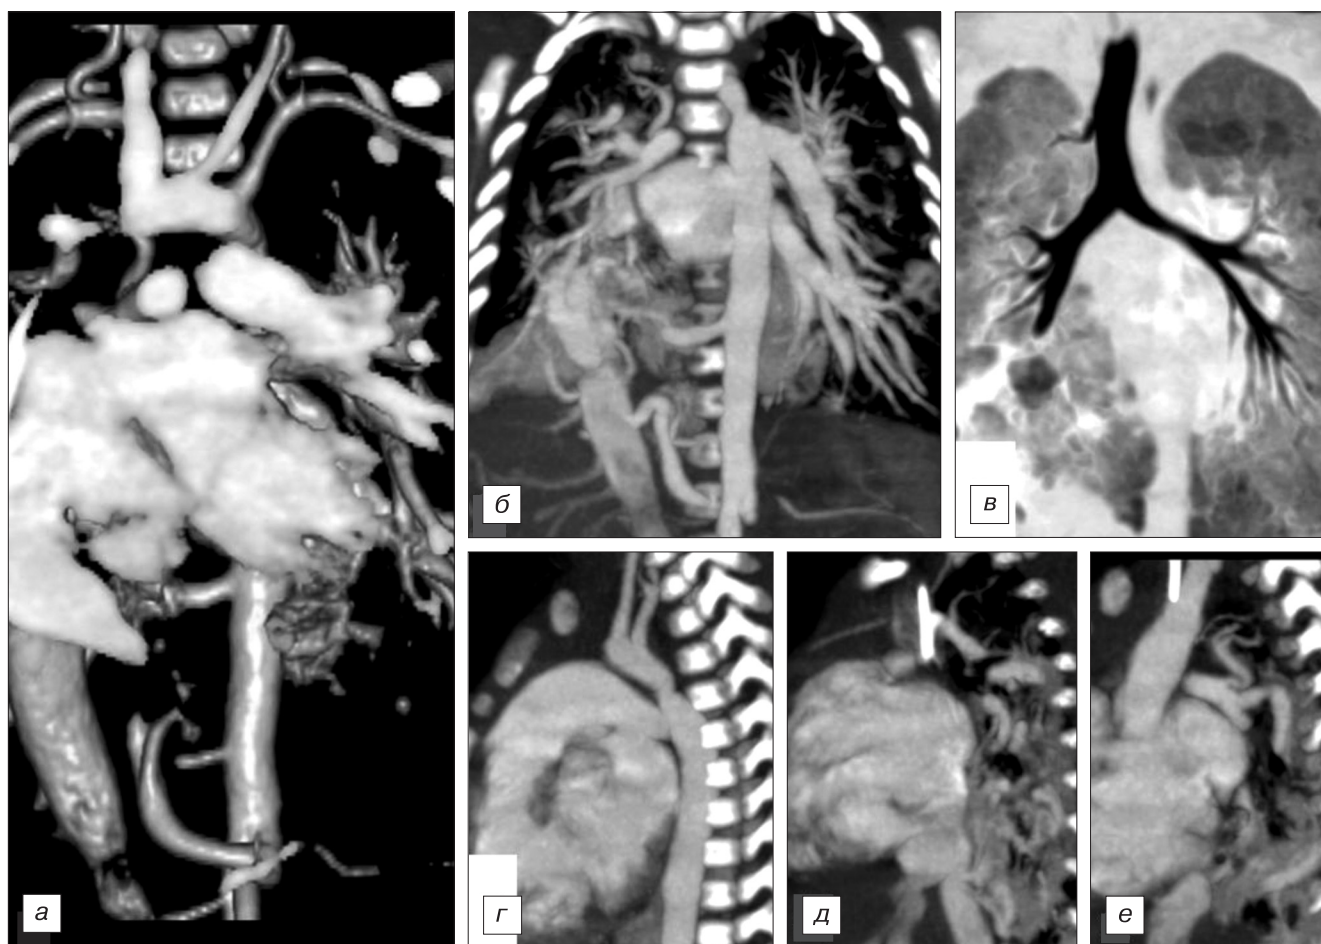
Компьютерные томограммы пациента С.
